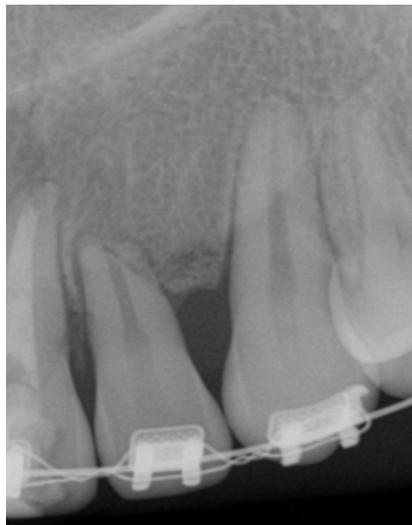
Radiografía inicial diente 22.
